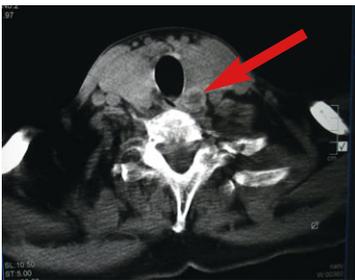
Korrespondierendes CT des Halses mit Nachweis des Nebenschilddrüsenadenoms links kaudal (Pfeil)
